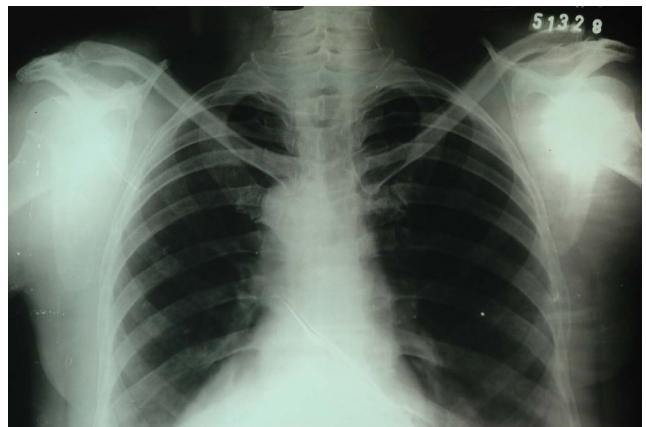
Radiografia pósterio-anterior (PA) de tórax na qual foi observada discreta lesão radiolúcida, pouco delimitada, em clavícula direita, correspondente ao aumento de volume
